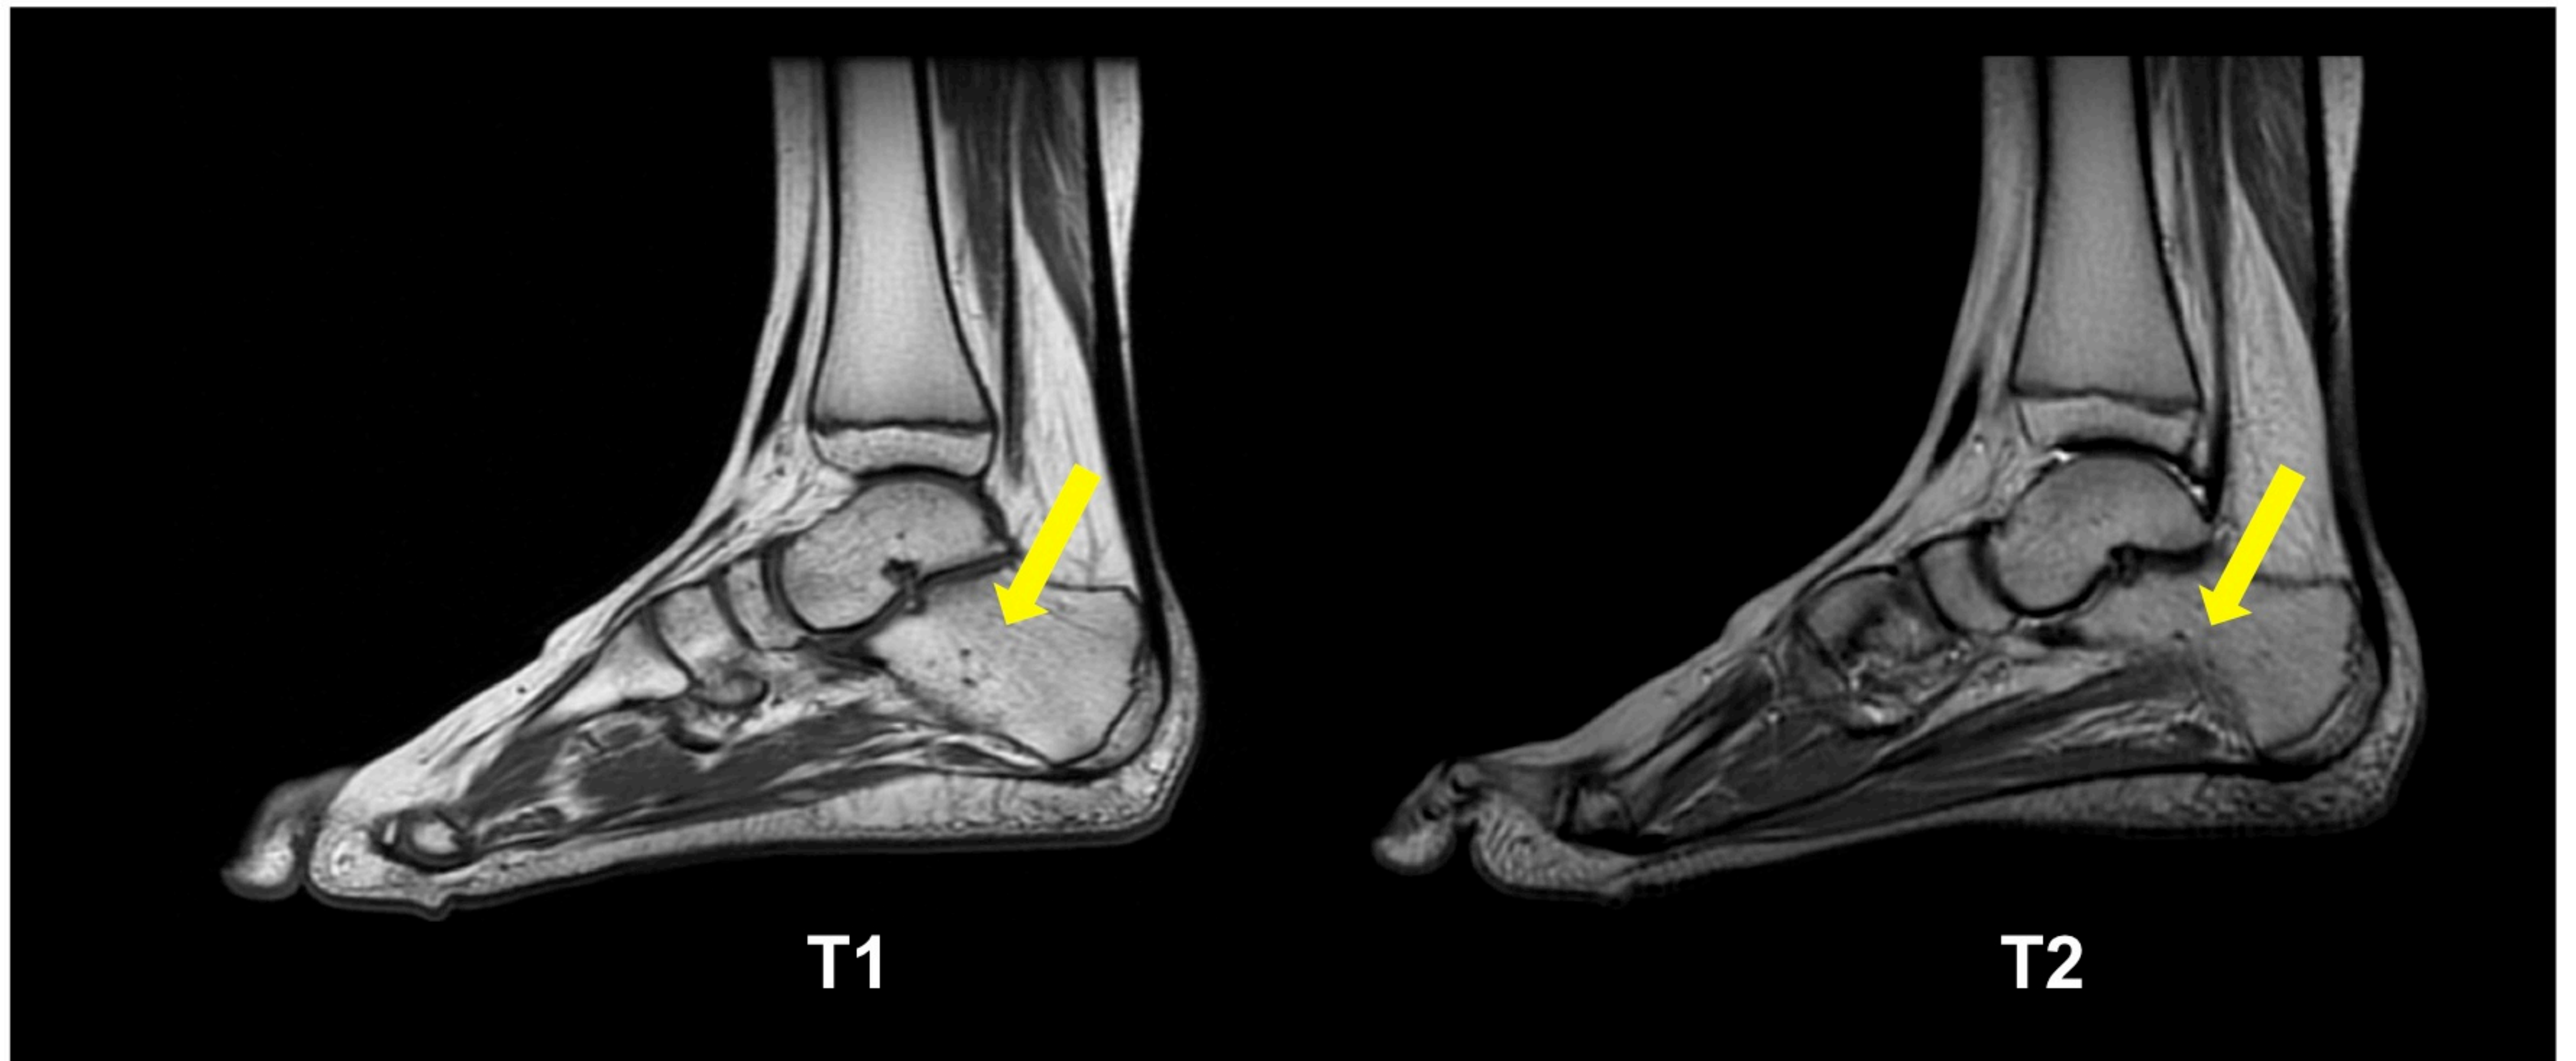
RM de tobillo. En estas secuencias la médula grasa presenta una señal análoga a la de la grasa subcutánea.
